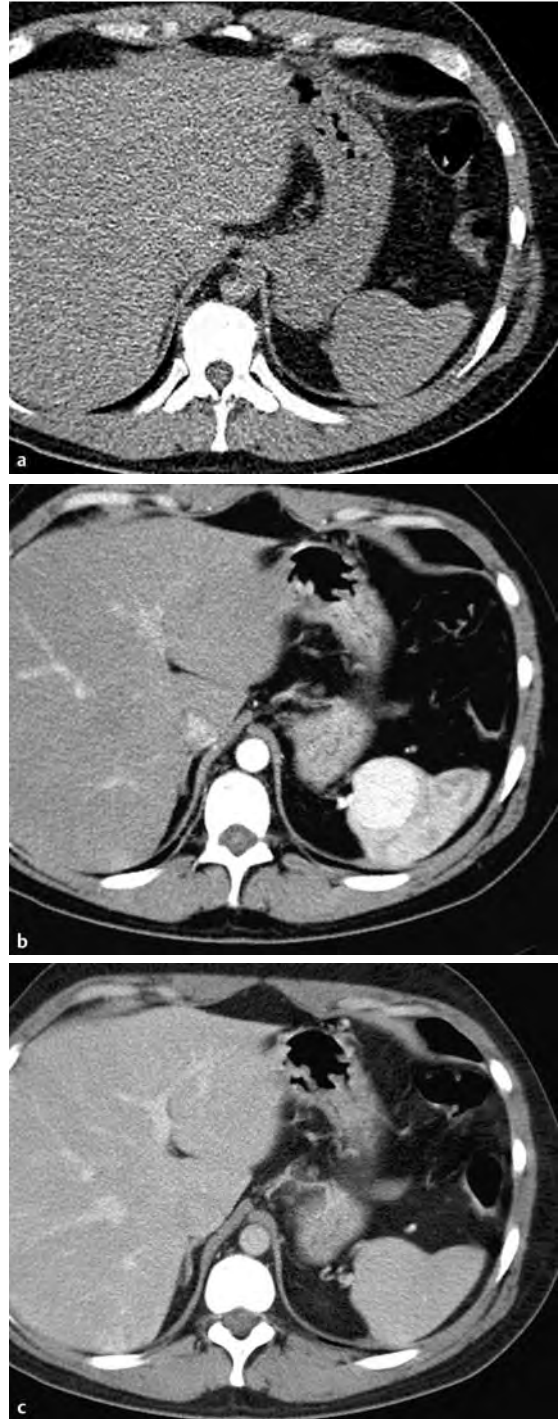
CT eines Splenoms der Milz. a Nativ erkennt man nur eine atypische Vorwölbung der Milzkontur. b, c Ein überschießendes Kontrastmittelverhalten (b) kennzeichnet die früharterielle Phase, während die Raumforderung in der portalvenösen Phase (c) kaum noch abgrenzbar ist.
